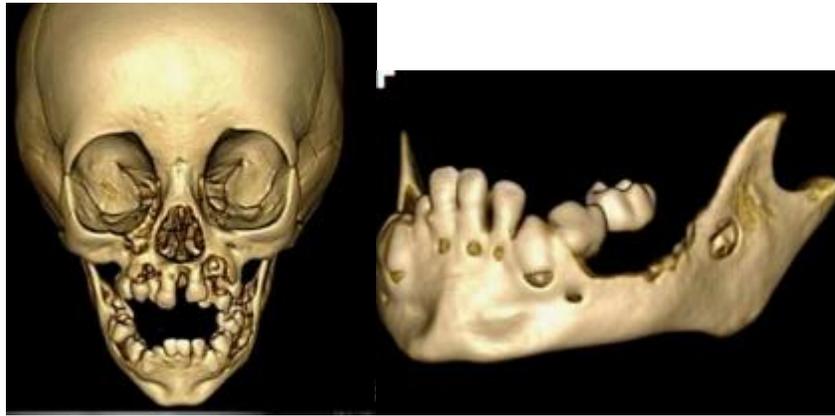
Tomografía de niño con histiocitosis²¹
